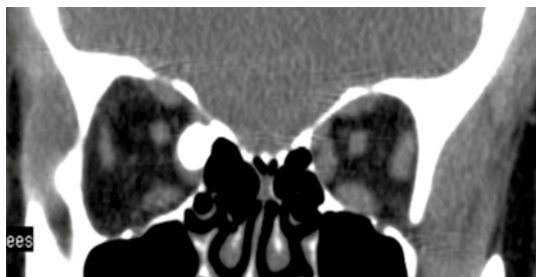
Tomografía, corte axial: lesión ósea redonda a nivel de las celdillas etmoidales en la órbita derecha.
